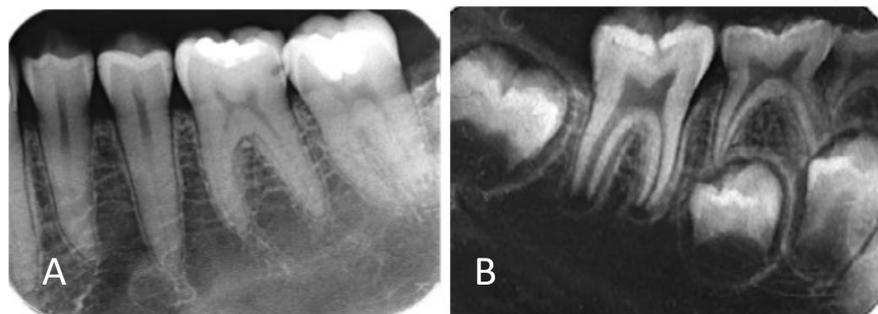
Terlihat perbedaan kontras dari masing-masing radiograf, (a) terlihat kontras film yang cukup; (b) memperlihatkan kontras film yang terlalu rendah; dan (c) memperlihatkan kontras yang terlalu tinggi¹⁰
